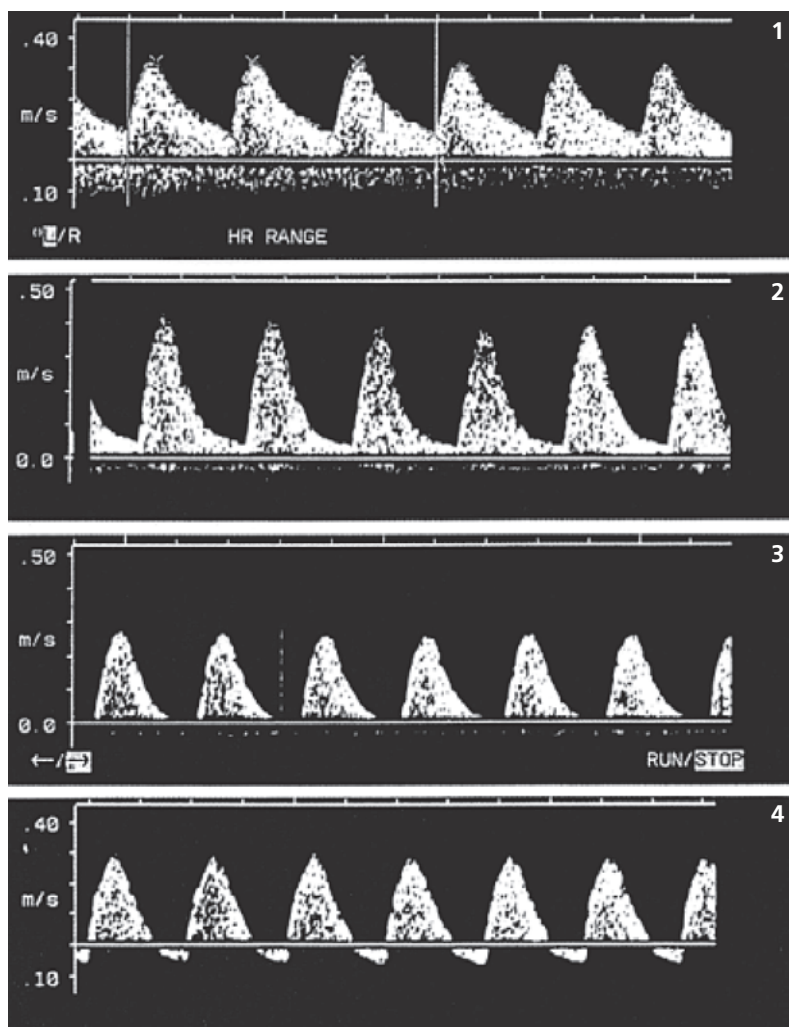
Dopplervelocimetria da artéria umbilical: 1. fluxo normal; 2. fluxo alterado: aumento da resistência vascular (fluxo baixo); 3. fluxo alterado: diástole zero ou ausente; 4. fluxo alterado: diástole reversa.
